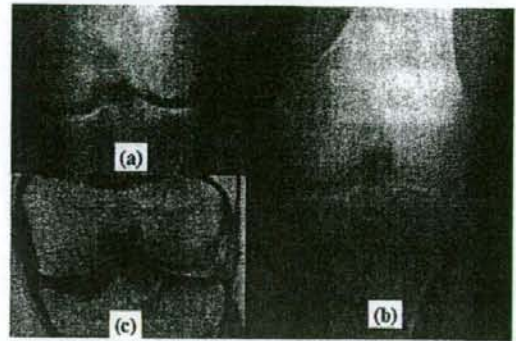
外側型 OA の正面単純 X 線所見 (a)、荷重位 X 正面単純 X 線所見 (b)、MRI 所見 (c)
